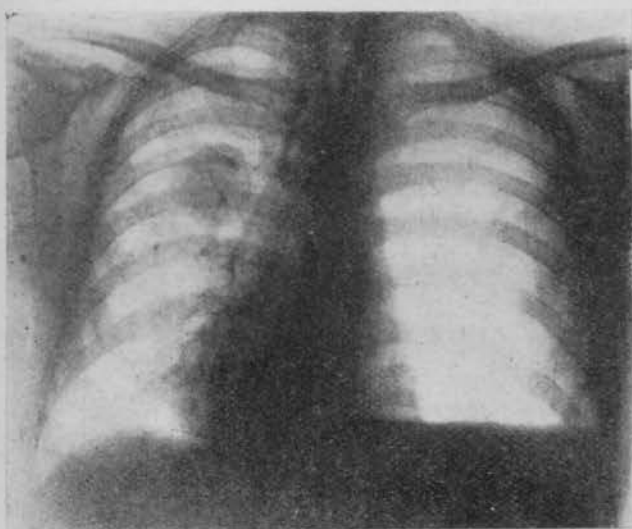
Radiografía del 31-I-50.
